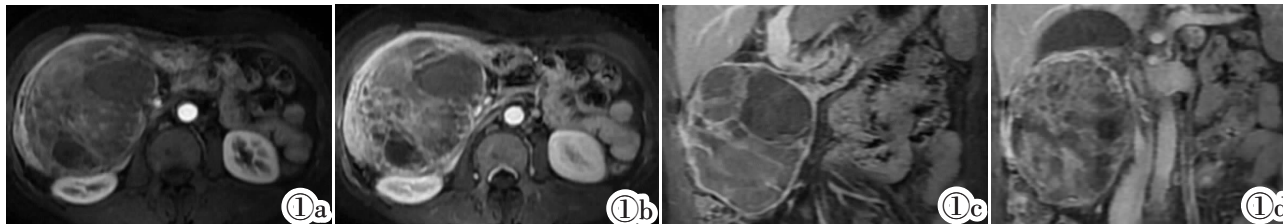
增强 MRI 图像。图 1a: MRI 检查显示胰头囊实性肿物,增强扫描动脉期不均匀强化;图 1b: 静脉期强化向中心蔓延,其内分隔、壁结节和实性成分明显强化,囊性灶范围较动脉期缩小;图 1c,1d: 延迟期冠状位重建图像示强化程度稍减低。
